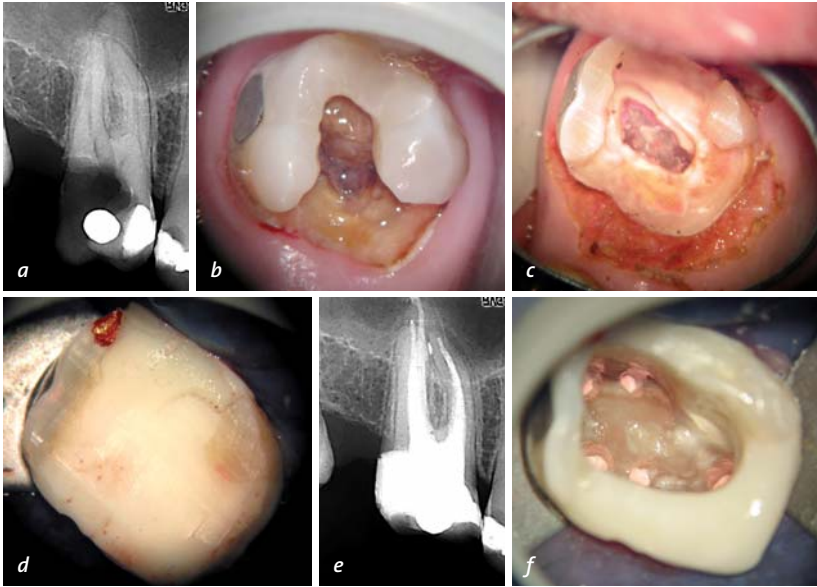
Röntgenologischer und klinischer Ausgangsbefund von Zahn 26 mit starkem Substanzdefekt distal und palatinal (a+b), Zustand nach vollständiger Exkavation (mit Kariesdetektor) und Gingivektomie. Das Pulpakavum wurde anschließend mit warmer Guttapercha ausgeblockt (c). Adhäsiver Aufbau, um den Zahn kofferdamfähig zu machen (d), WF-Kontrolle mit klinischer Situation, wobei fünf separate Wurzelkanaleingänge vorhanden sind, bei denen jeweils mb1 mit mb2 und db1 mit db2 konfluieren (e+f).
